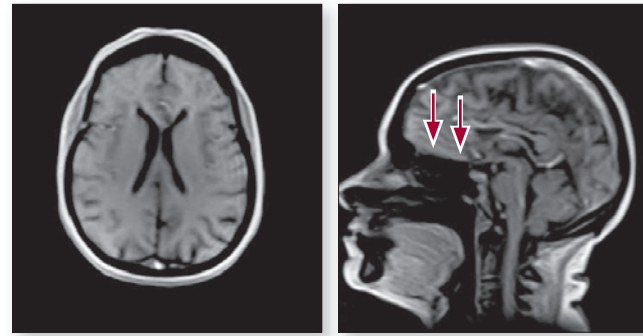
МРТ головного мозку пацієнта в сагітальній та аксіальній проекціях (стрілками вказано розширені субарахноїдальні простори)
